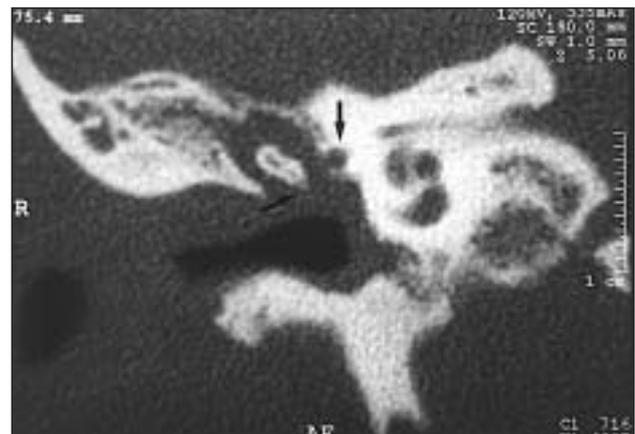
TC oídos: ocupación de oído medio, apófisis larga del yunque amputada y ligera erosión del canal de la segunda porción del facial.
